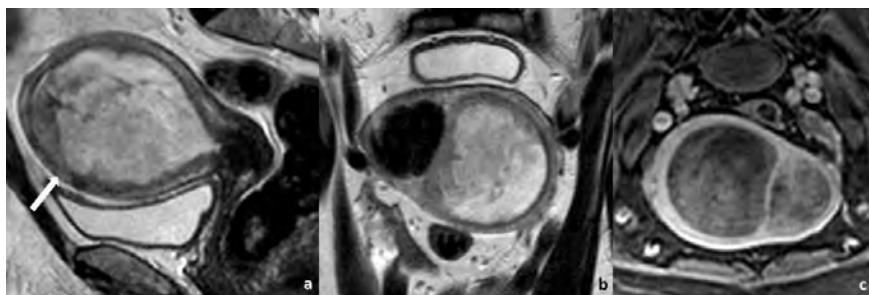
Mulher de 72 anos, com carcinoma do endométrio estágio IA. A RM de estadiamento com sequências ponderadas em T2 no plano sagital (a) e no plano axial do corpo (b) e sequência ponderada em T1 com saturação de gordura após administração de gadolínio (c) mostra cavidade endometrial preenchida por volumoso tumor polipóide do endométrio. A profundidade de invasão miometrial parece atingir a metade exterior (seta), sugerindo um estágio IB. Contudo, a invasão miometrial é difícil de avaliar devido ao adelgaçamento miometrial comprimido por um tumor enorme. A avaliação histológica confirmou tratar-se de um estágio IA.
